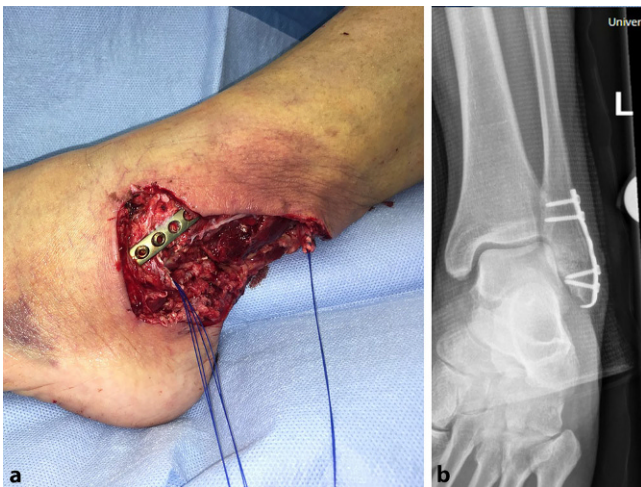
▲ a Die Analyse des Weichteildefekts nach korrektem Débridement ergab einen Hautverlust von 7×18 cm sowie einen Peronealsehnendefekt von knapp 4 cm. b Die Hakenplatte, wie im Röntgenbild gezeigt, konnte bei der Frühinfektion belassen werden
